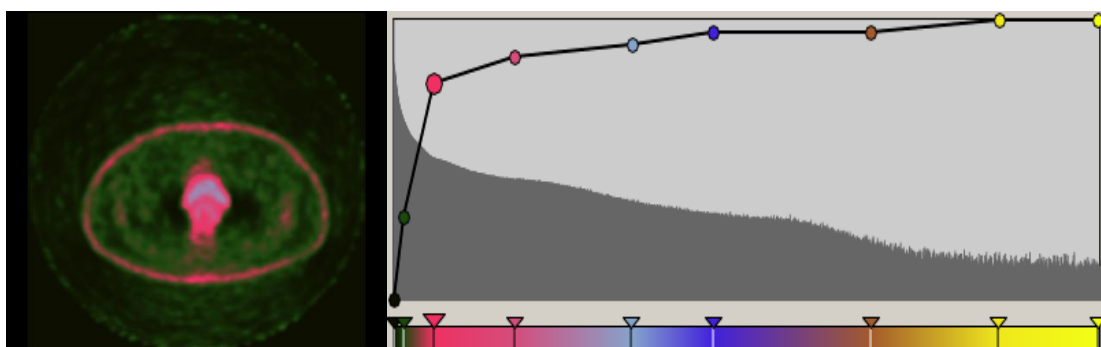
Exemplo de corte PET, com actividade significativa na bexiga e tumor visualmente adjacente. Note-se que, apesar da gradação tonal, o número de cores é reduzido. A curva sobreposta à barra de cores define o nível de opacidade de cada cor.
